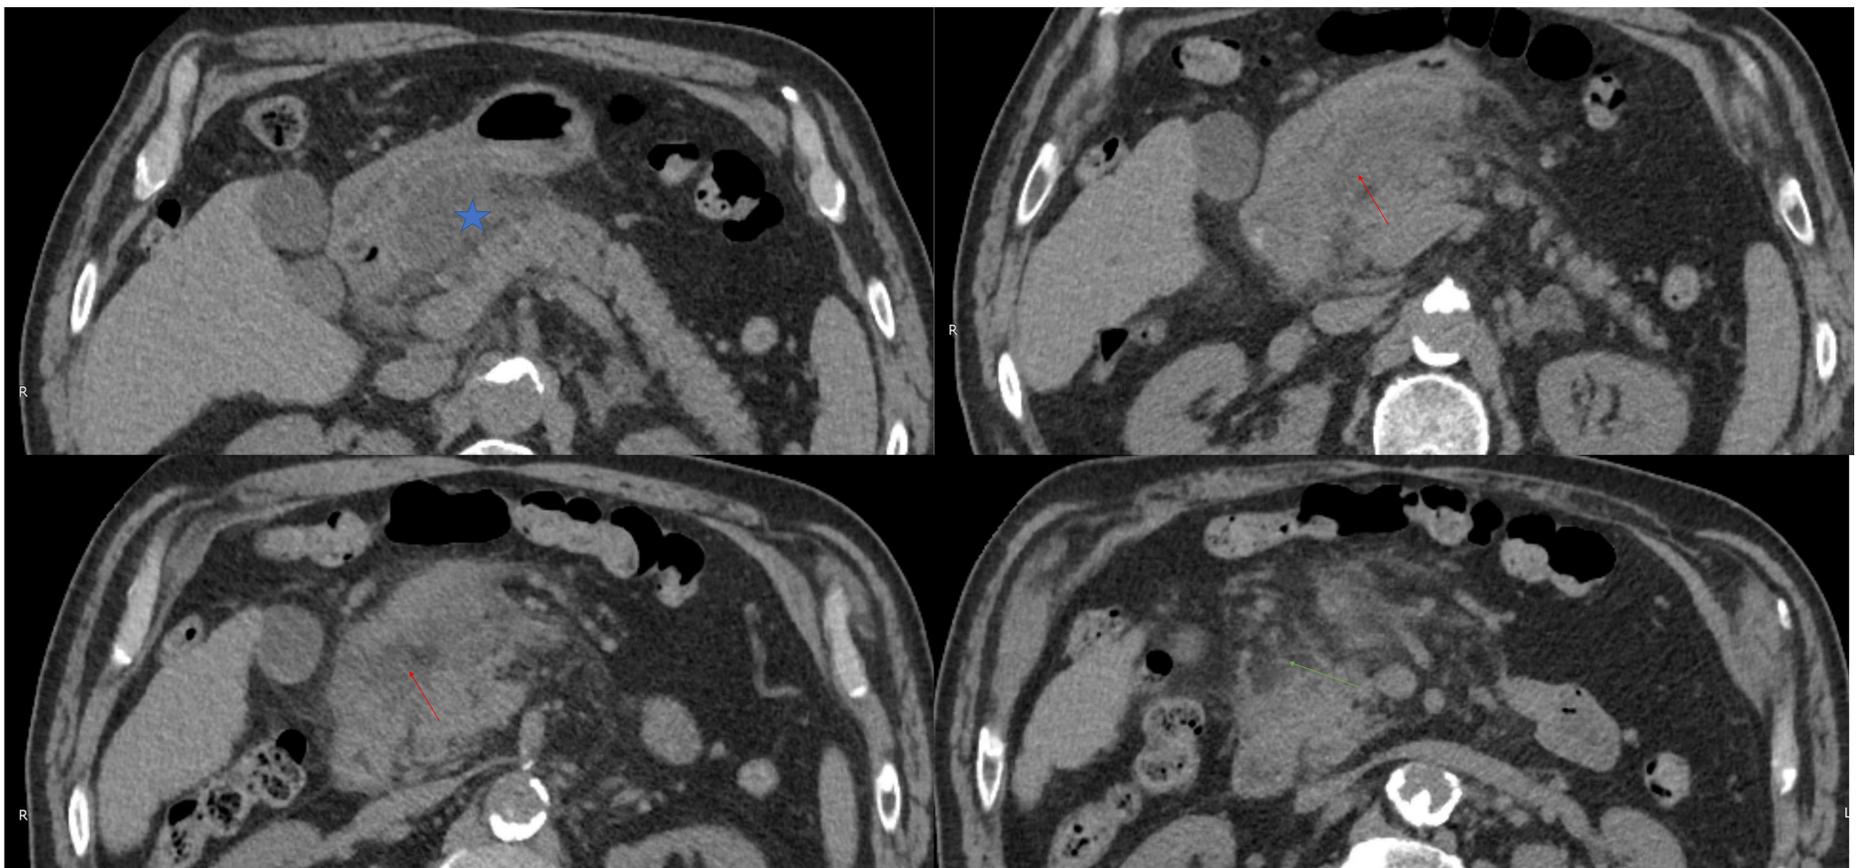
TC de abdomen con civ, cortes axiales.
